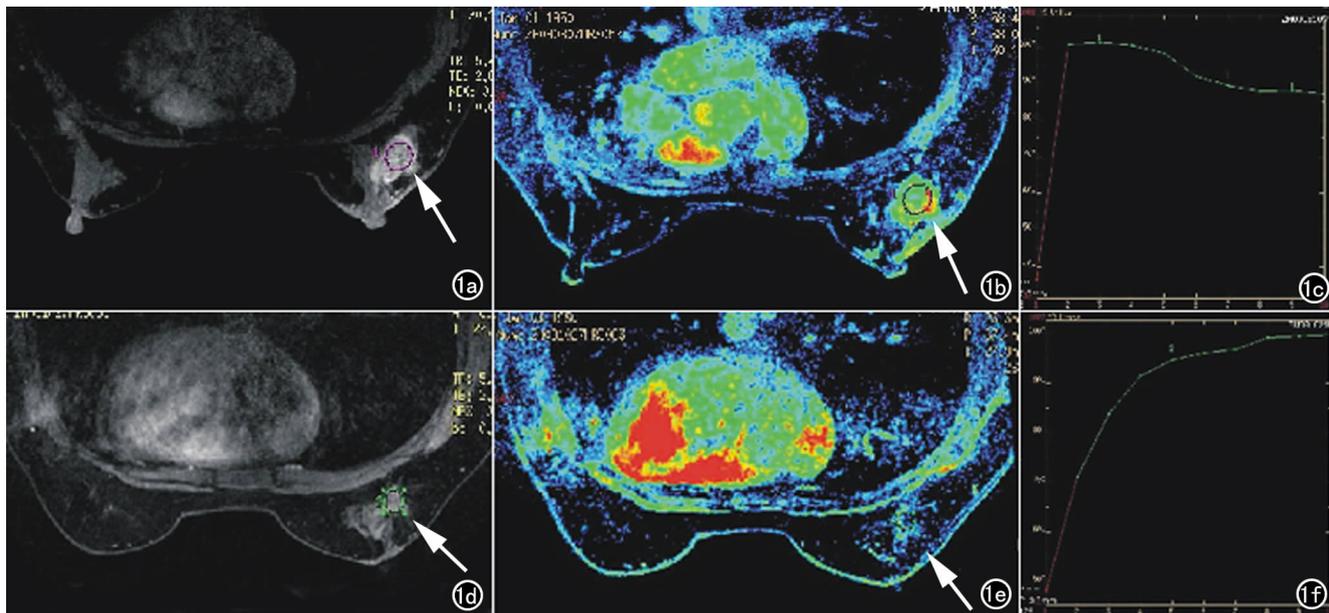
新辅助化疗后 TIC 由 III 型变为 I 型。该病例治疗有效(MP 4 级)。a、b、c 为化疗前, d、e、f 为化疗后。a、d T<sub>1</sub>WI 增强横断面扫描, 病灶明显强化伴形态不规则, 选择强化明显的区域作为 ROI。化疗后(d)病灶的直径较化疗前(a)缩小; b、e) Slope-max 伪彩图显示化疗前(b)病灶最大增强斜率明显高于化疗后(e); c、f) DCE-MRI 时间-信号曲线, 化疗前(c)为流出型(III 型), 化疗后(f)为流入型(I 型)。
